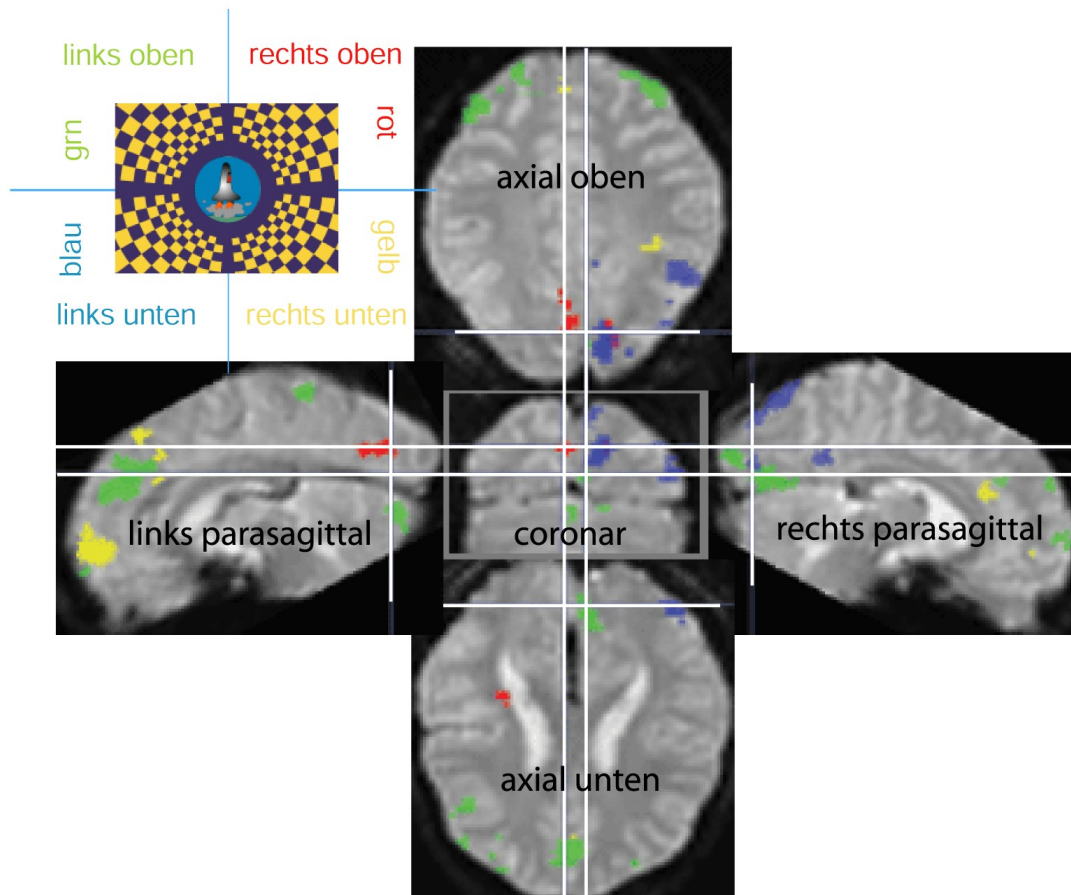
MRT - Bilder Patient 2
